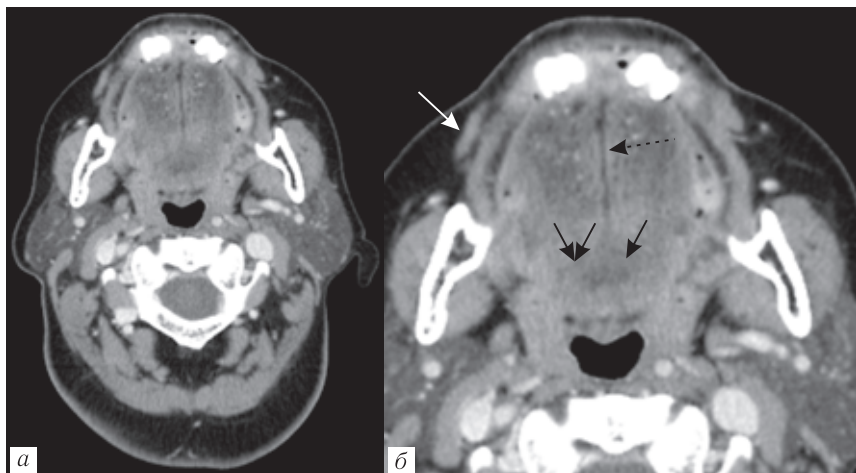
Компьютерные томограммы: *а, б* — аксиальный срез на уровне языка и нёбных миндалин, венозная фаза, *б* — увеличенное изображение, корень языка (стрелки), срединная линия (пунктирная стрелка), щека (белая стрелка)
